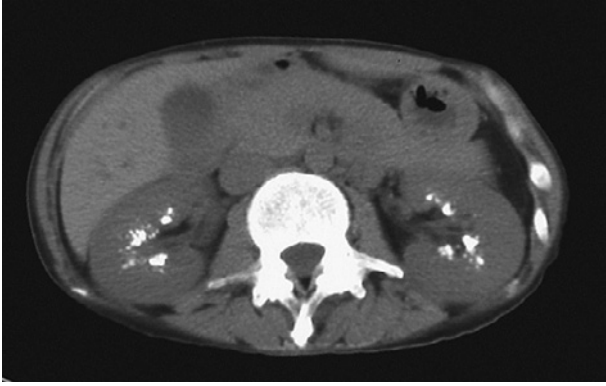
Abdominal CT shows the bilateral nephrocalcinosis.
